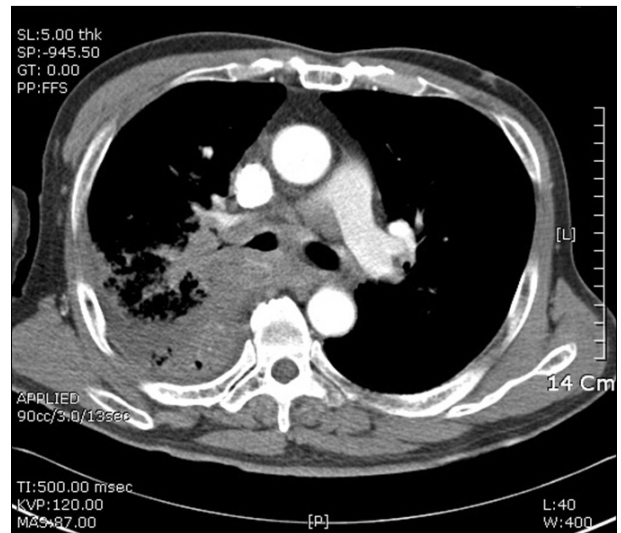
Computed tomographic findings of case B. Central mass formation in the right hilum with bronchial wall thickening resulted in narrowing of the right main bronchus, bronchus intermedius, and lobar and segmental bronchi of the right lung. These findings are consistent with primary lung cancer with obstructive pneumonitis and possible lymphangitic metastasis.
